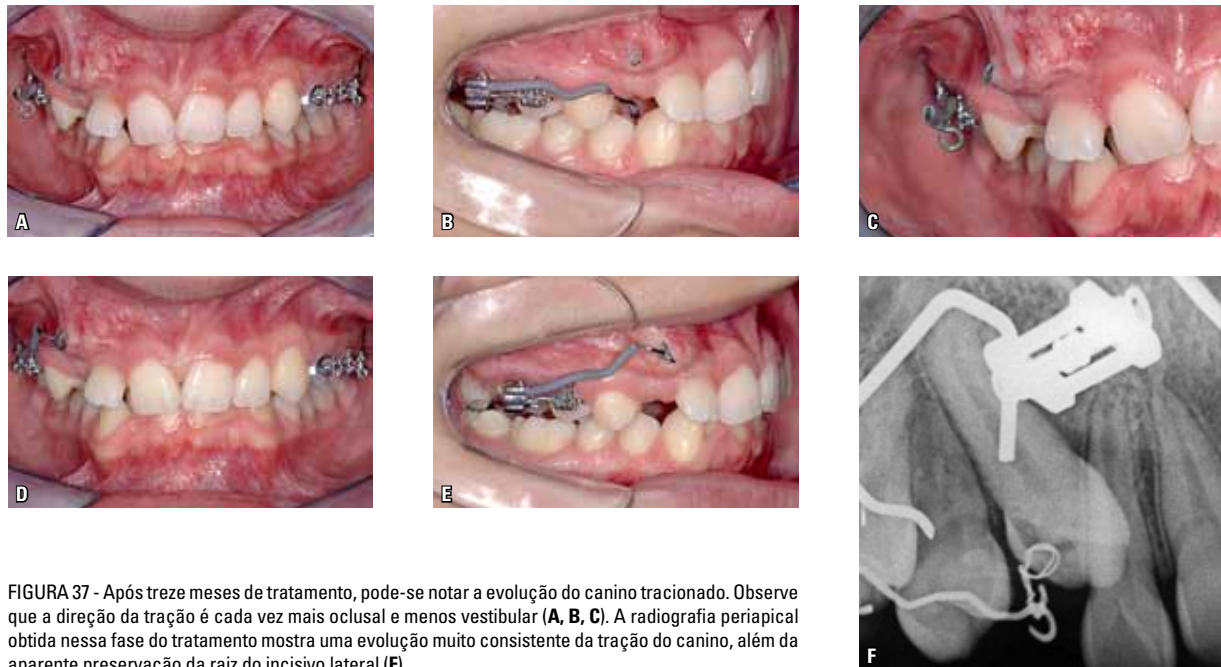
Após treze meses de tratamento, pode-se notar a evolução do canino tracionado. Observe que a direção da tração é cada vez mais oclusal e menos vestibular (A, B, C). A radiografia periapical obtida nessa fase do tratamento mostra uma evolução muito consistente da tração do canino, além da aparente preservação da raiz do incisivo lateral (F).
